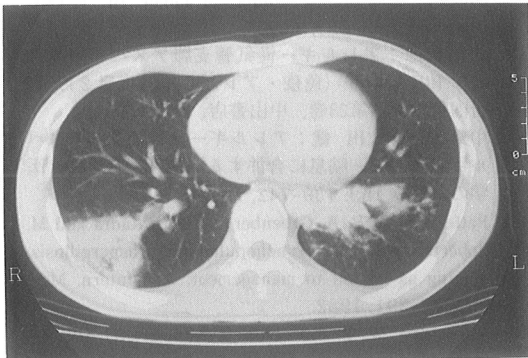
胸部CT像。右S⁹に楔状の軟部組織様の病変を認めた(左)。左下肺内側にも軟部組織様の病変を認めた(右)。
